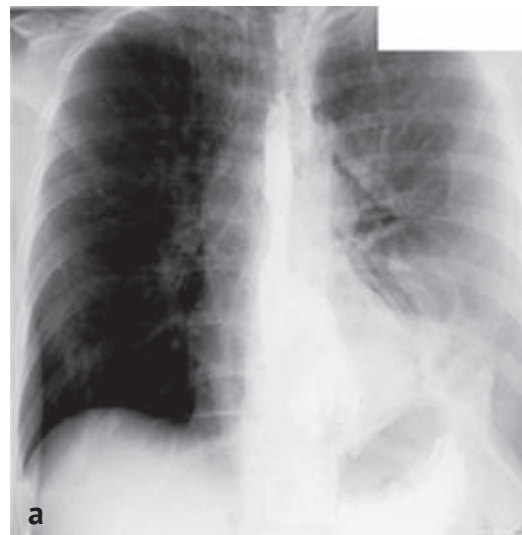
Рентгенограмма груди, рентгенконтрастное исследование пищевода. Стрелкой указан разрыв левой стенки пищевода с затеканием контрастного вещества
